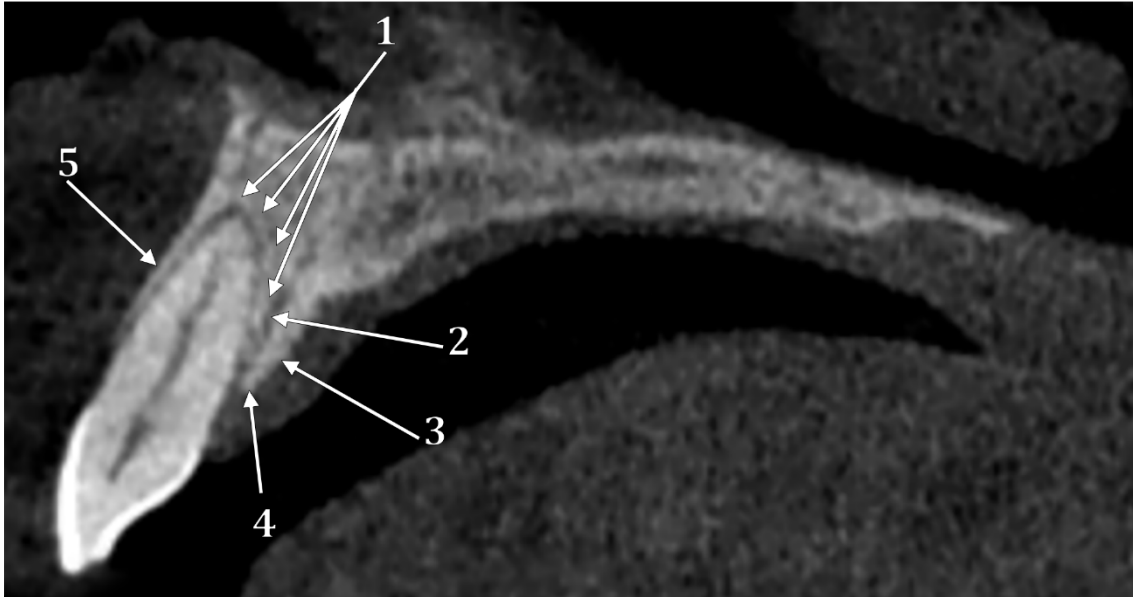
Secțiune CBCT sagitală ortogonală prin incisivul central superior. 1.lamina dura; 2.os trabecular; 3.compacta externă palatinală; 4. fuziunea laminei dura cu corticala externă se produce în regiunea marginală a peretelui alveolar; 5. corticala externă labială și lamina dura sunt fuzionate și formează un strat subțire unic de os compact.
